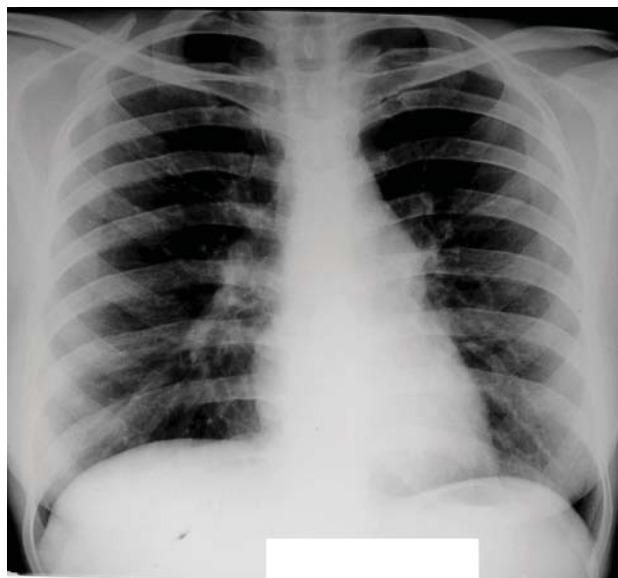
Radiografia cutiei toracice – aspect normal
